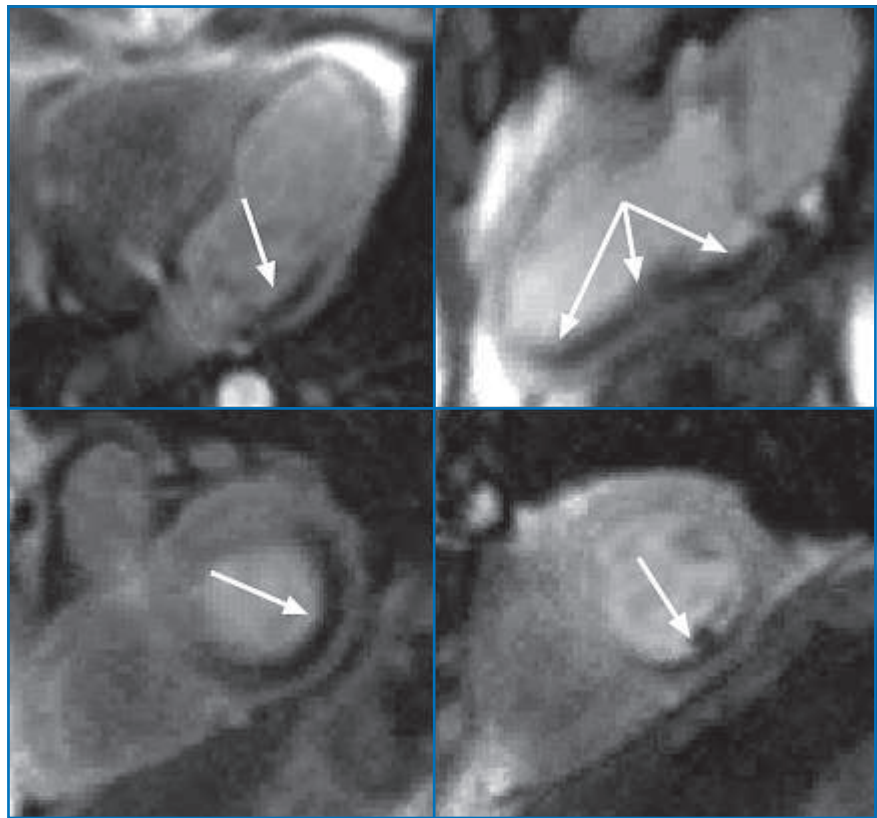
Patient de 72 ans, ayant des facteurs de risque et des douleurs compatibles avec un angor. IRM de perfusion au cours du stress mettant en évidence une anomalie de la réserve de perfusion myocardique sous dipyridamole dans le territoire inféro-latéral (flèches). Sténose serrée de la CX proximale (non montrée).
